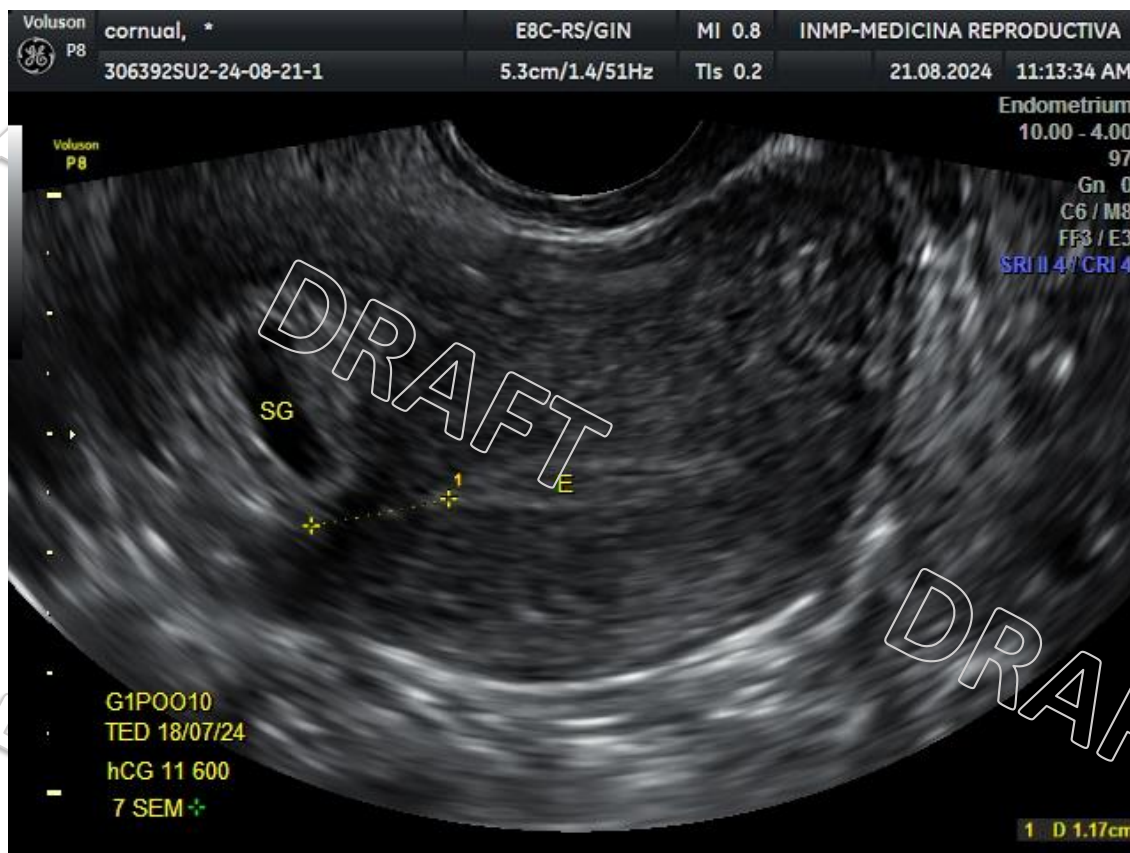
Ecografía transvaginal pre-tratamiento que muestra saco gestacional ectópico en la región cornual derecha, a 11 mm del borde externo de la cavidad uterina. Cavidad uterina vacía.  $\beta$ -hCG: 11600 mUI/ml.
